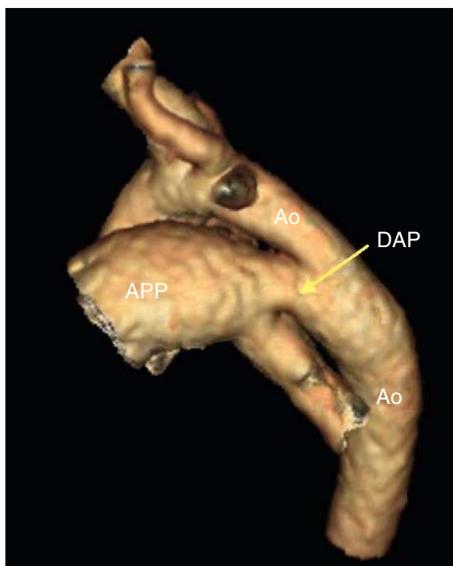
Angiografía por tomografía computarizada con reconstrucción tridimensional de un *ductus* arterioso. Ao: aorta; APP: arteria pulmonar principal; DAP: *ductus* arterioso permeable.
